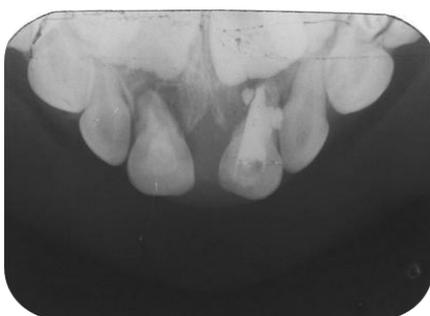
Observa-se diminuição lesão periapical dente 51. Controle 1 mês.
